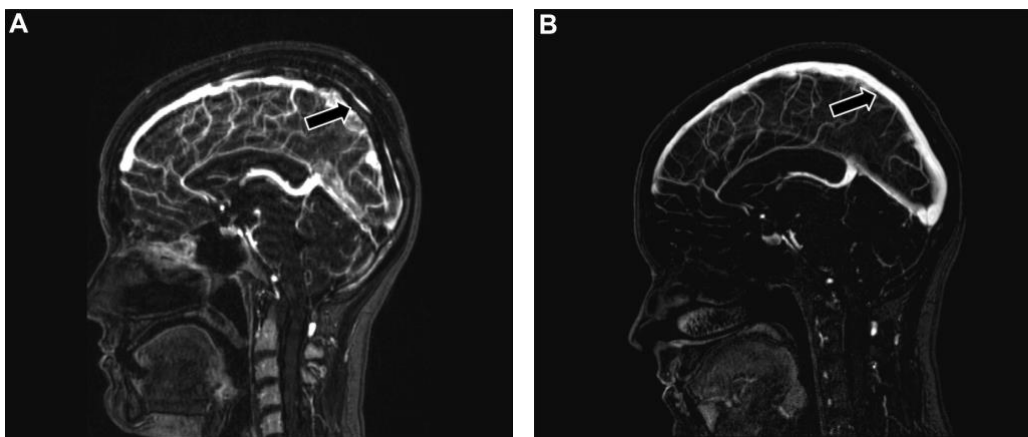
Venograma por resonancia magnética que muestra trombosis (flechas negras) del seno sagital superior y los senos sigmoides. A: 2 días después del inicio de los síntomas. B: seguimiento de 1 año después de la terapia de anticoagulación oral (Saposnik et al., 2011).
